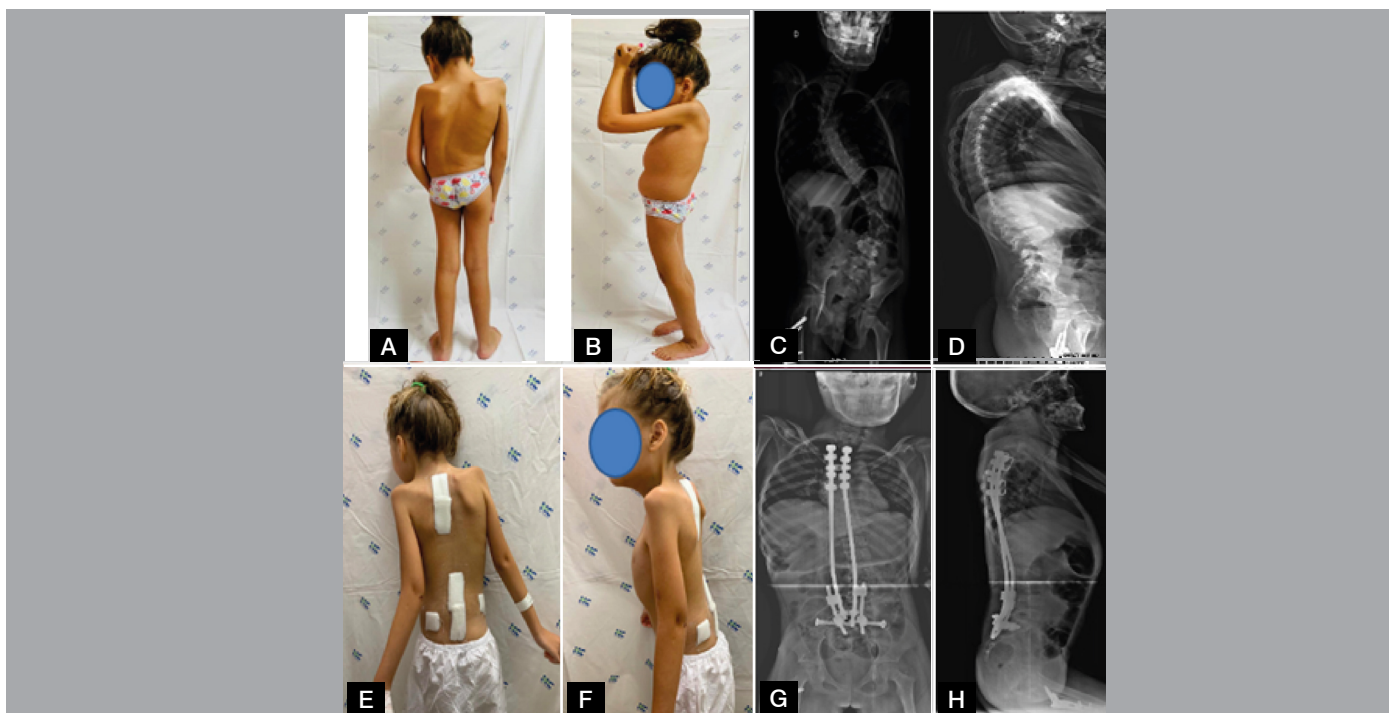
Paciente de 10 anos, com síndrome genética indeterminada. (A e B) imagens da paciente pré operatórias; (C e D) radiografias em AP e Perfil pré-operatórias; (E e F) paciente no pós-operatório imediato; (G e H) radiografias pós-operatórias em AP e perfil.
